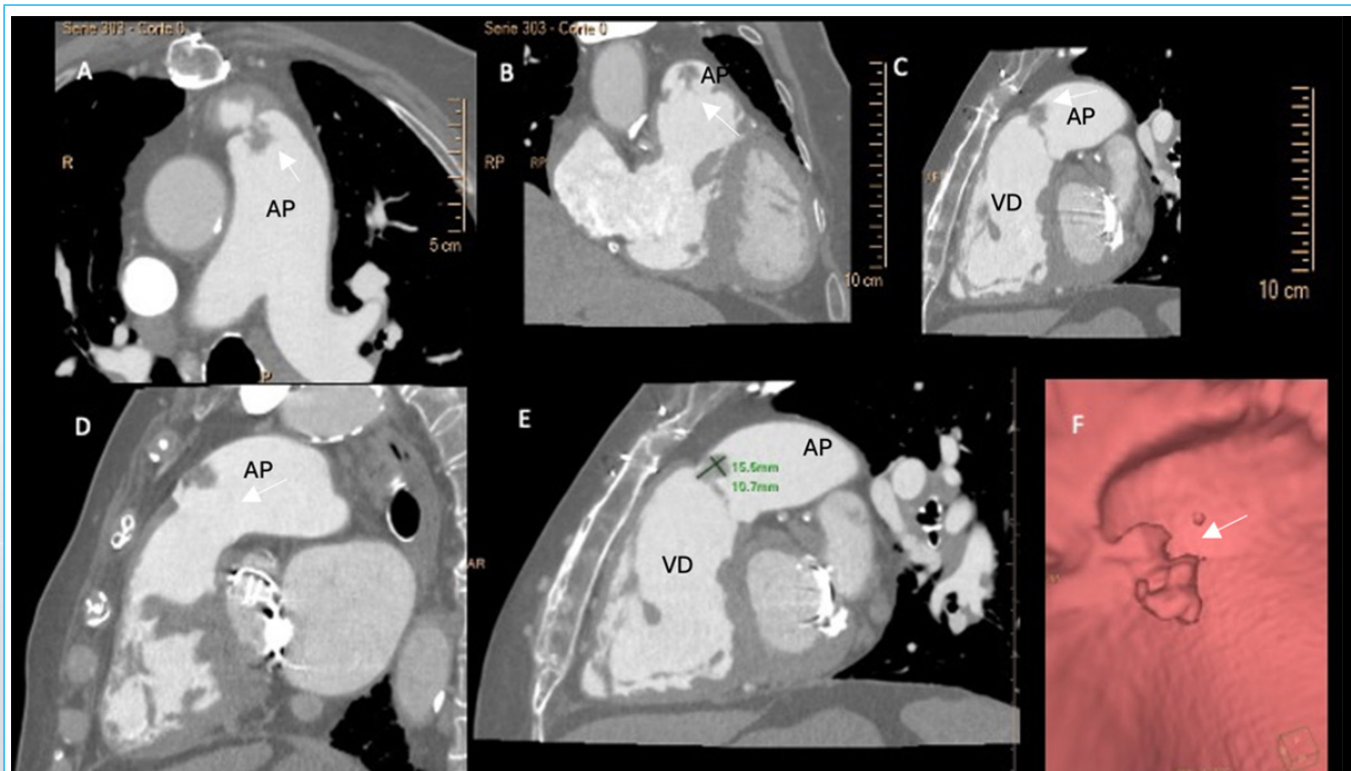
Tomografía computarizada (TC) cardíaca. A-E: reconstrucciones multiplanares que muestran una masa nodular hiperdensa, bien delimitada e implantada en un velo de la válvula pulmonar, hacia el lado arterial. La lesión mide 15,6 × 10,7 mm y protruye hacia la luz del tronco pulmonar. F: reconstrucción tridimensional que permite apreciar con mayor detalle su morfología lobulada o polipoidea, así como su relación directa con la superficie valvular.
